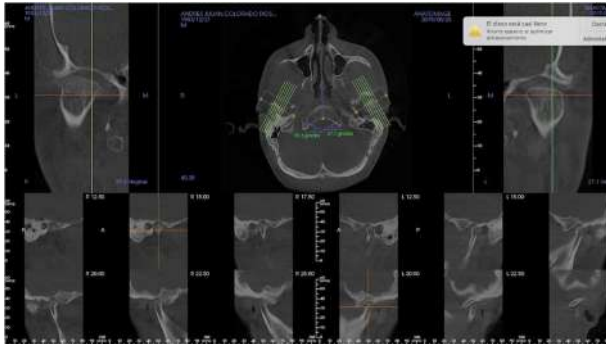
Tomografía ATM paciente con SD.
